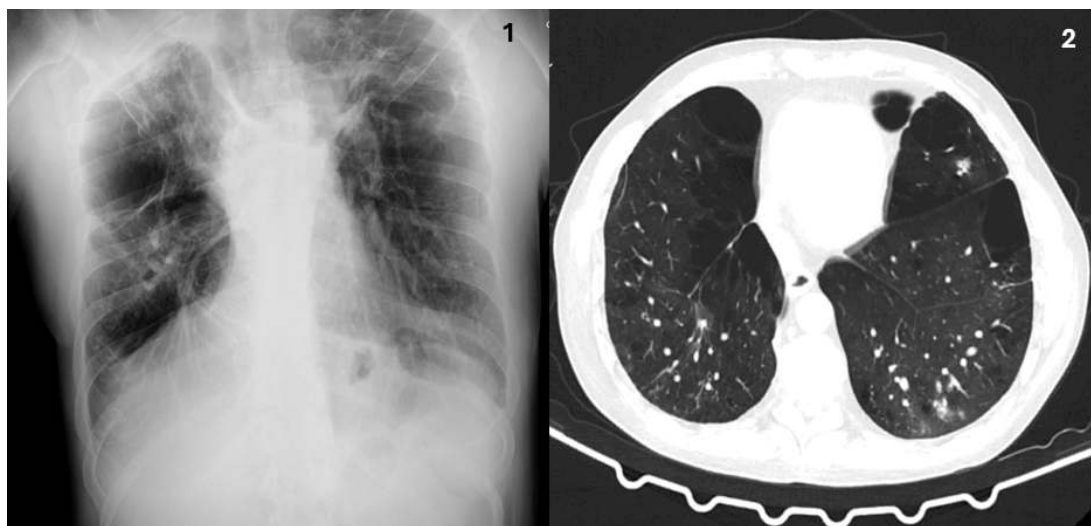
Estudo imagiológico realizado no serviço de urgência. (1) Radiografia do tórax com alterações sequelares prévias. (2) Tomografia computadorizada do tórax mostrando densificações nodulares milimétricas, associadas a vidro despolido adjacente, dispersas pelos lobos inferiores, sobretudo posteriormente.
